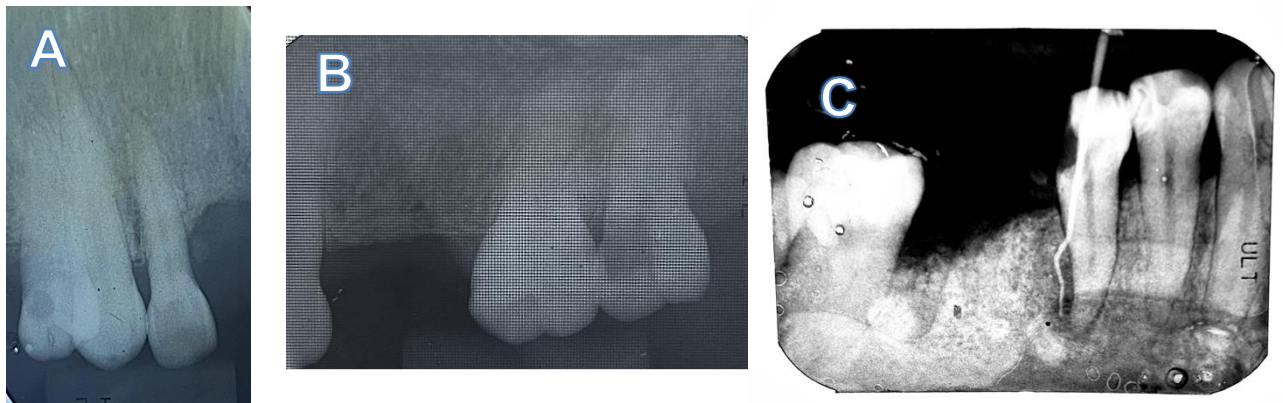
Radiografías periapicales (A) pzas 1.2, 1.3, 1.4. (B) pzas 2.6, 2.7.
